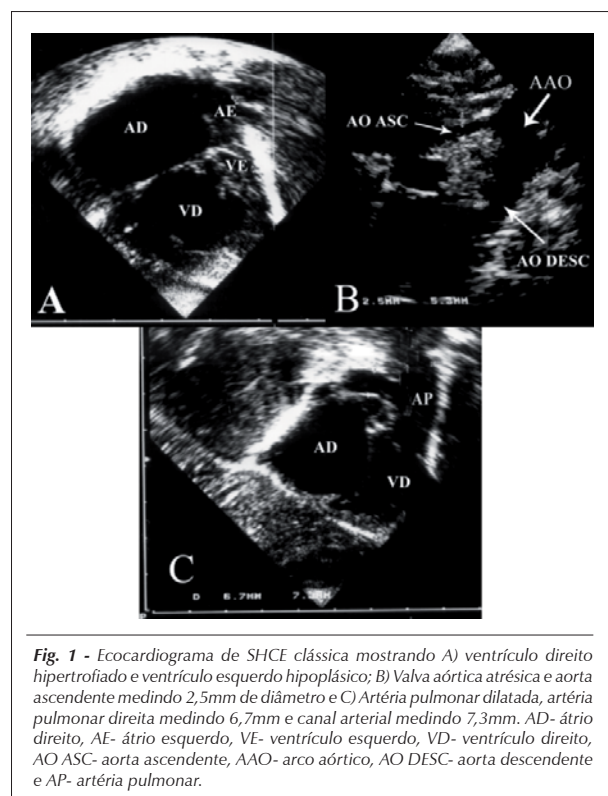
Ecocardiograma de SHCE clássica mostrando A) ventrículo direito hipertrofiado e ventrículo esquerdo hipoplásico; B) Valva aórtica atrésica e aorta ascendente medindo 2,5mm de diâmetro e C) Artéria pulmonar dilatada, artéria pulmonar direita medindo 6,7mm e canal arterial medindo 7,3mm. AD- átrio direito, AE- átrio esquerdo, VE- ventrículo esquerdo, VD- ventrículo direito, AO ASC- aorta ascendente, AAO- arco aórtico, AO DESC- aorta descendente e AP- artéria pulmonar.
